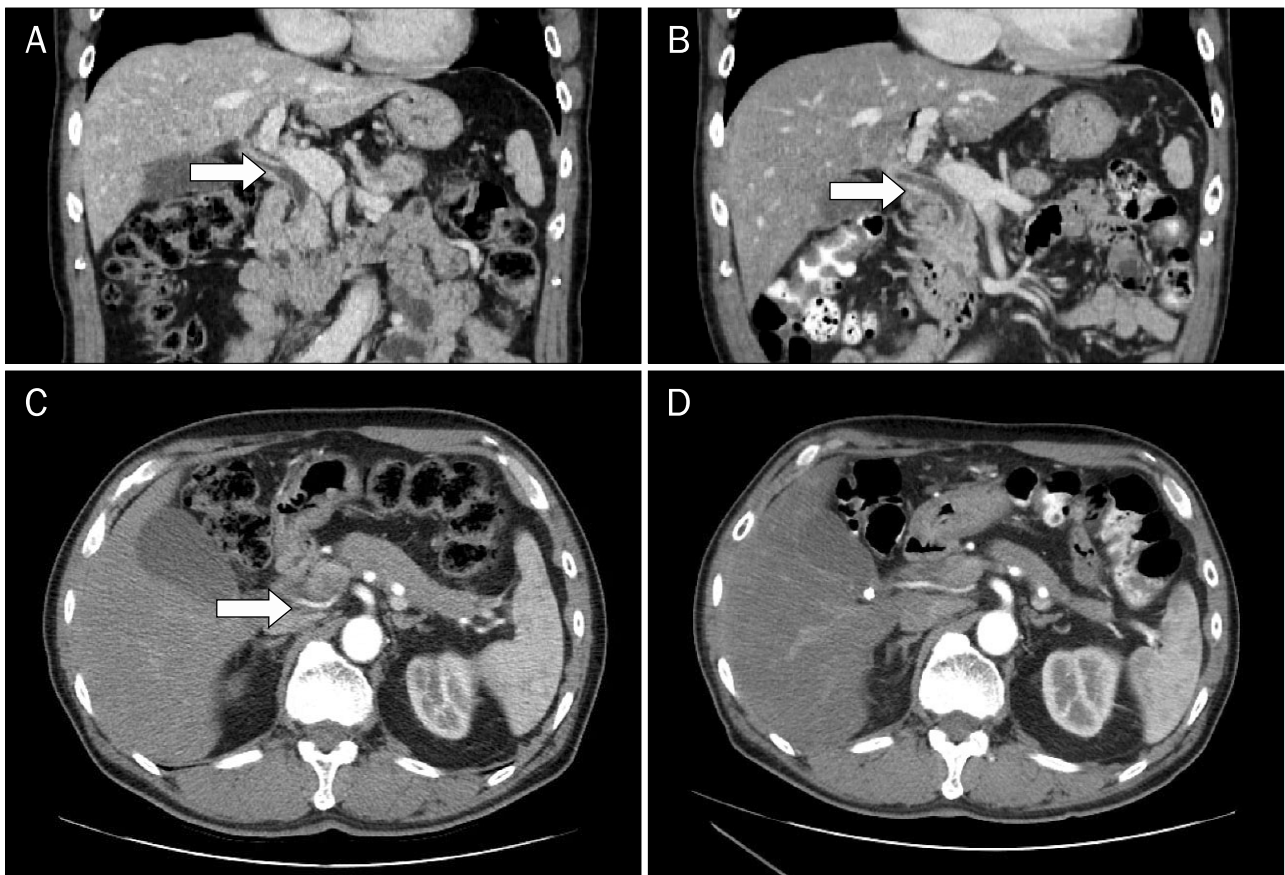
Abdominal CT findings. (A) Initial coronal CT scan showed diffusely enhancing ductal wall which was thickened from the intrahepatic duct to proximal common bile duct (arrow). (B) Follow up CT scan after 2 months of steroid treatment showed ductal wall thickening of the biliary tree improved (arrow). (C) The pancreas initially appeared swollen and somewhat enlarged in the axial scan of abdominal CT. (D) After steroid treatment, the size of the pancreas decreased compared to initial CT scan. However, there was no other evidence of pancreatitis.
